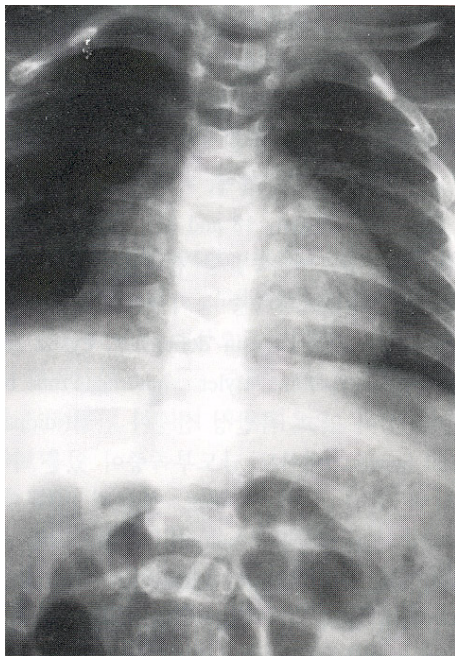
Roentgenogram of spine shows butterfly vertebrae in 7th and 8th thoracic vertebrae in patient with Alagille syndrome.
